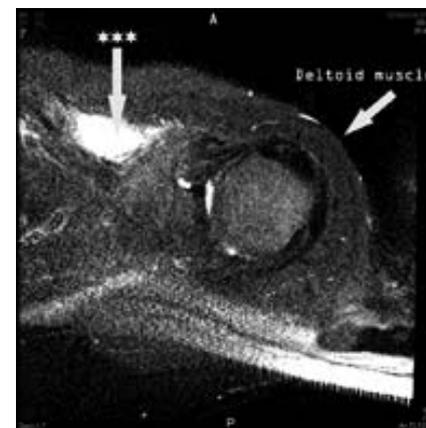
A) Axial T2-weighted magnetic resonance image showing high signal at the pectoralis minor muscle tendon junction (asterisk);
